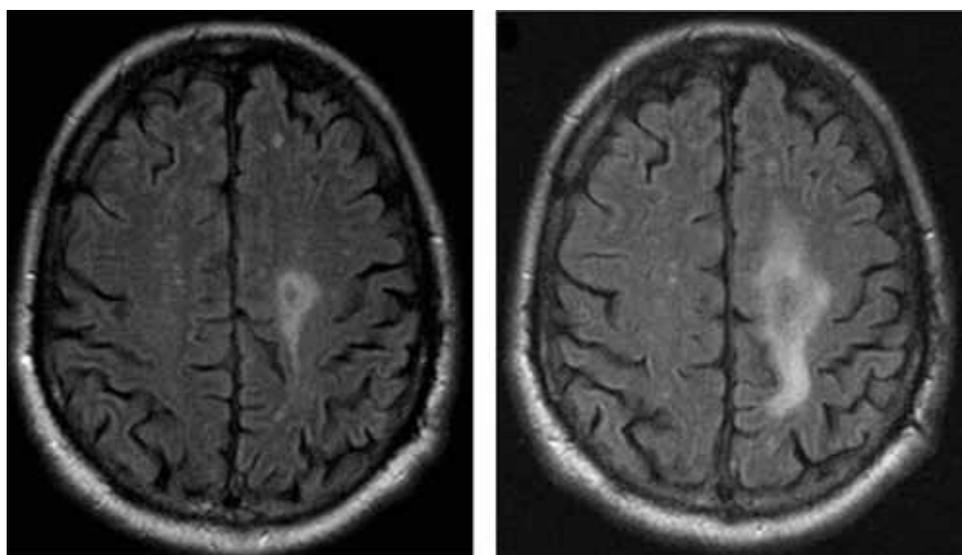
MRT-Aufnahmen von PML-Läsionen (FLAIR [Fluid attenuated inversion recovery] transversal)
